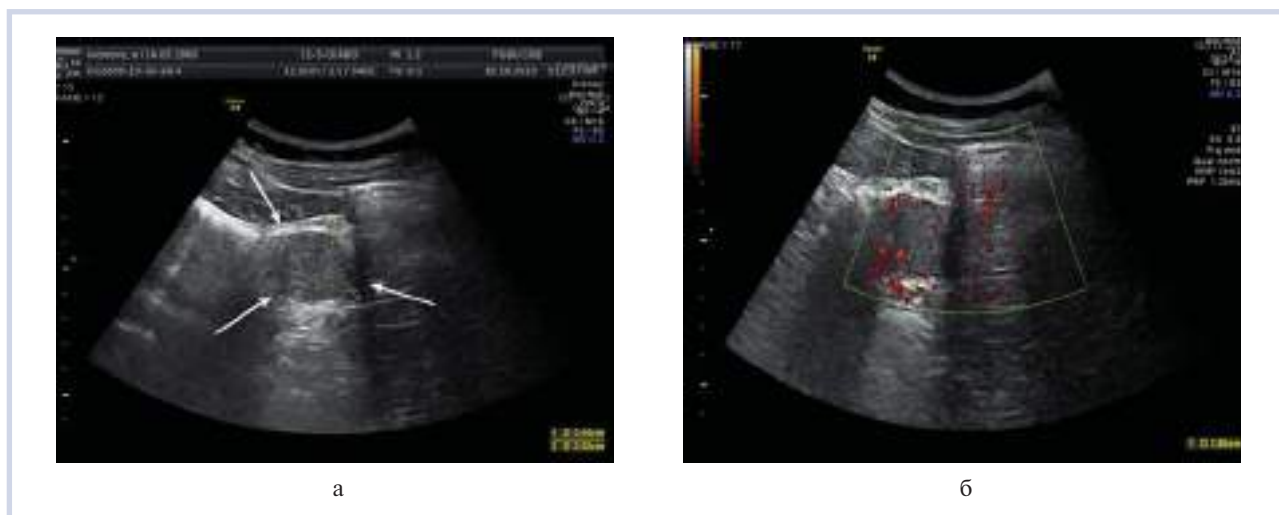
Данные УЗИ органов брюшной полости.
